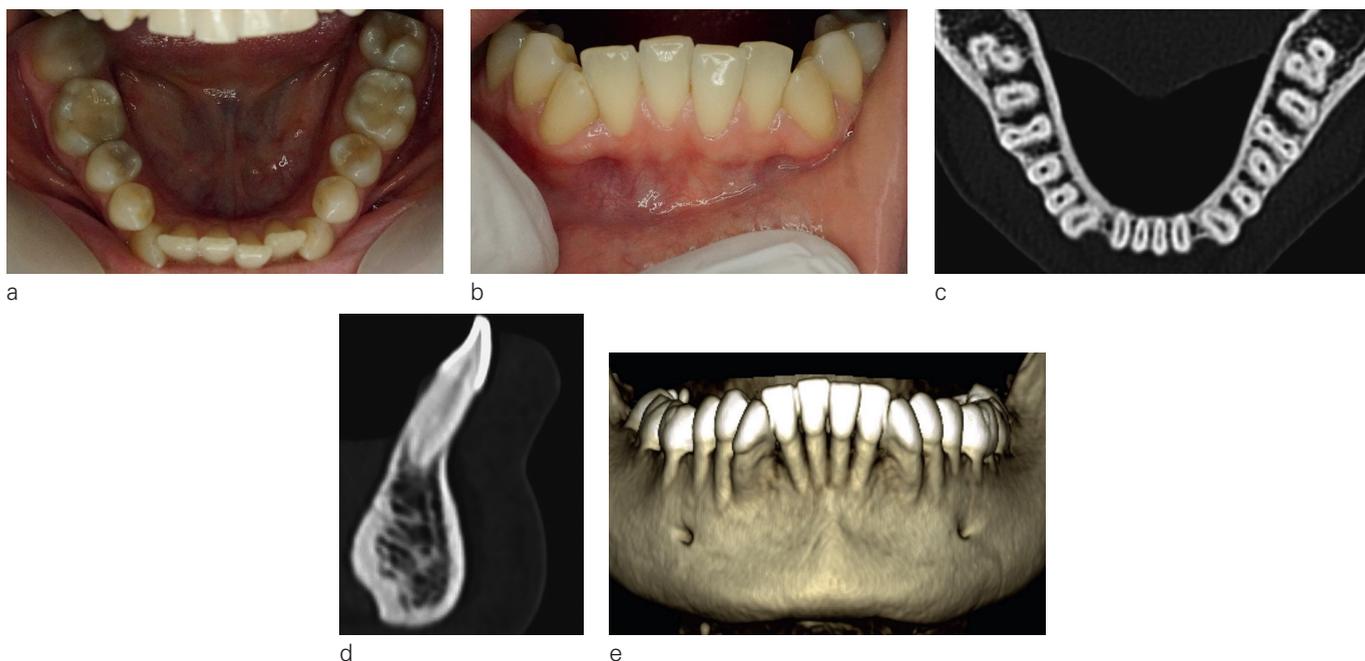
Patiente de 38 ans présentant un déséquilibre mécanique de la région incisivo-canine mandibulaire se traduisant par un encombrement incisivo-canin sévère par rétroalvéolie et égression incisive (a), un parodonte fin et une muqueuse libre suivant le relief des racines des incisives (b), et une absence d'os alvéolaire vestibulaire au CBCT (c, d et e).
